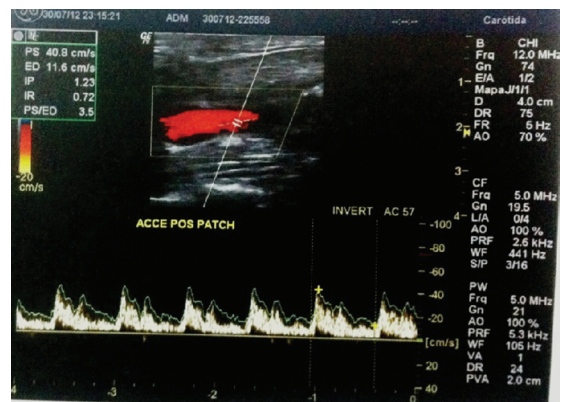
Eco-Doppler no seguimento pós-operatório ambulatório demonstrando fluxo normal em carótida comum esquerda.
